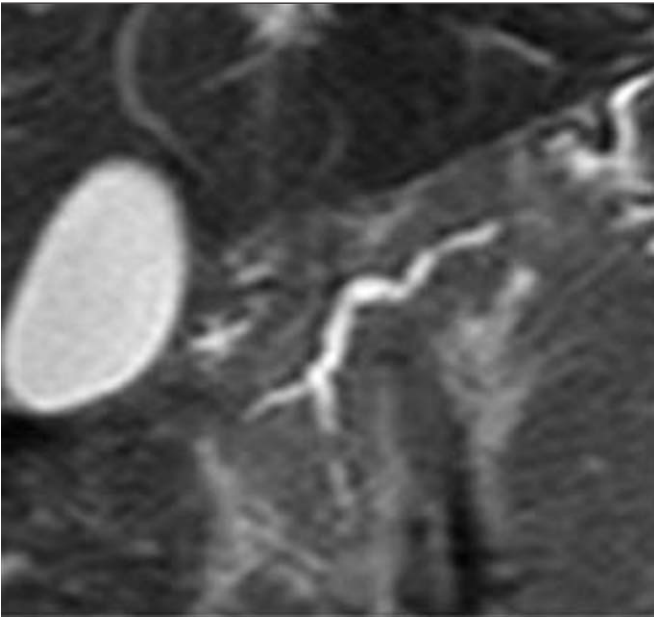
Enfant de 12 ans ayant présenté plusieurs épisodes de pancréatite aiguë. L'IRM en séquence HASTE 4 mm dans le plan coronal montre un aspect tortueux, irrégulier et trop bien visible du canal de Wirsung en faveur d'une pancréatite chronique.
